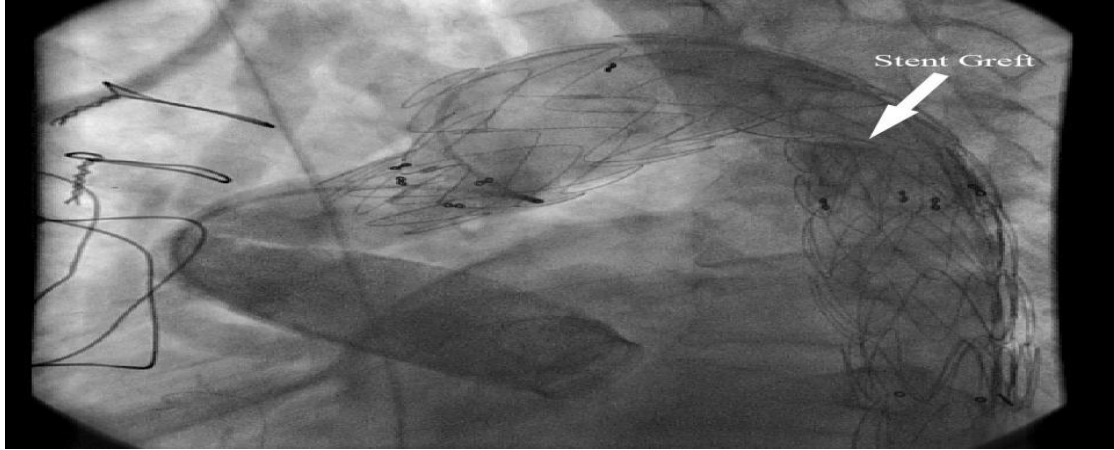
Stent Greftin Bilgisayarlı Tomografi Anjiorafideki Görünümü
